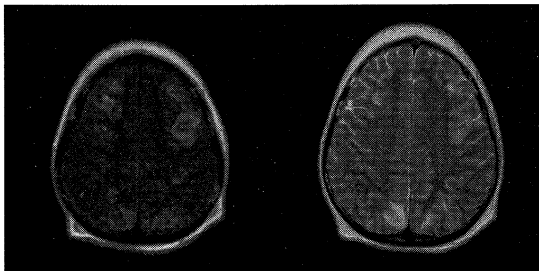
Brain magnetic resonance imaging shows multifocal high T2, low T1 cortical lesion with some enhancement in bilateral parietal, bilateral occipital, and bilateral temporal lobes, which are suggestive of hypertensive encephalopathy.
